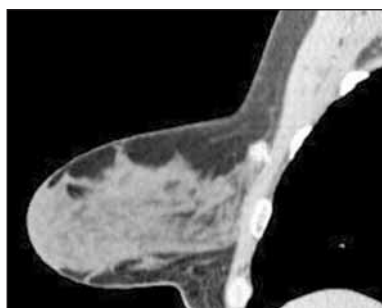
МСКТ-маммограмма в сагитальной проекции (венозная фаза контрастирования). РМЖ. Пристеночное расположение опухоли с прорастанием мягких тканей передней грудной стенки. Определяется накопление контрастного вещества в узловом образовании. В молочной железе визуализируется хорошо развитая железистая ткань
